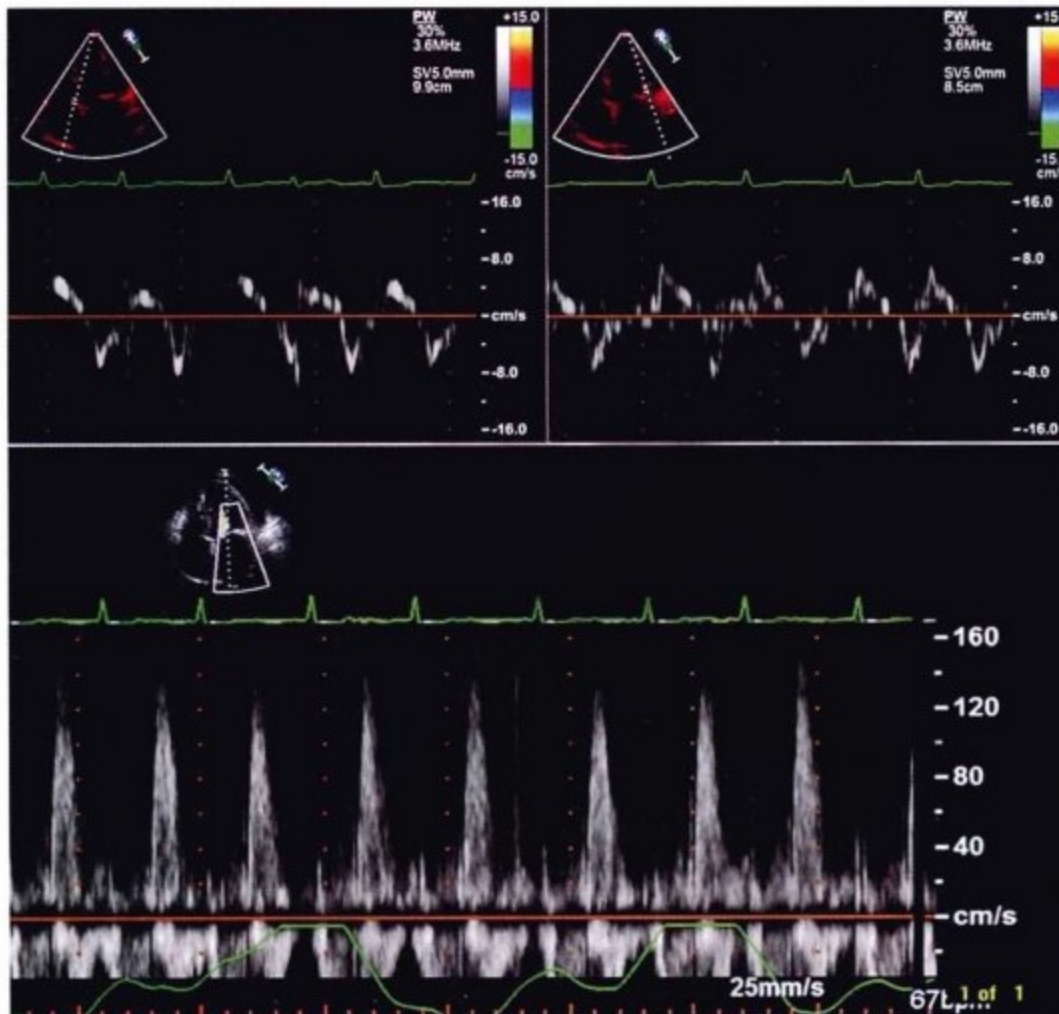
上图为组织多普勒超声图像,可见瓣环间隔处及侧壁处的 E 峰血流速度减低(这一改变与存在缩窄以外的心脏其他结构病变有关,本例中则考虑与术前存在的主动脉瓣狭窄有关)。下图显示左心室血流情况。吸气状态下 E 峰血流速度并未减低。
